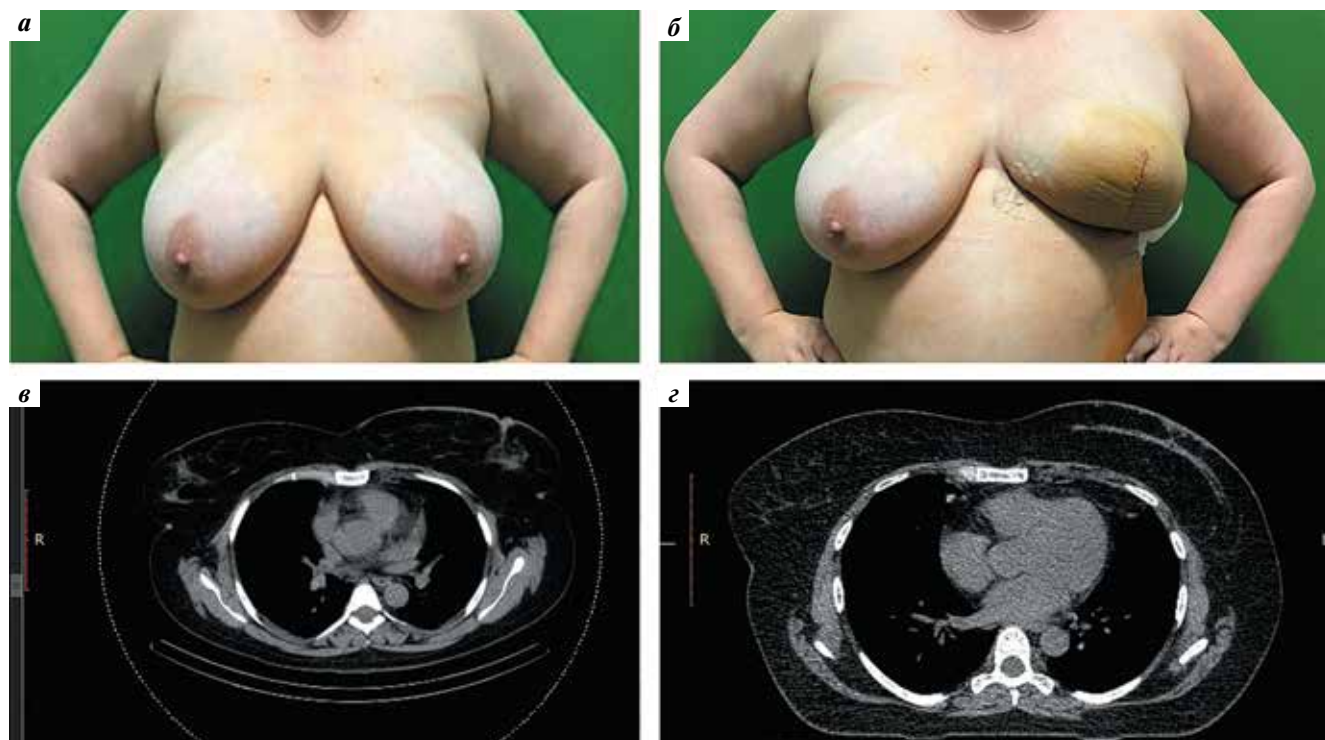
Мастэктомия по типу Goldilocks: а – до оперативного вмешательства; б – 5-е сутки после оперативного вмешательства; в – компьютерная томография с внутривенным контрастированием до оперативного вмешательства; г – компьютерная томография с внутривенным контрастированием через 6 мес после оперативного вмешательства, определяется только жировая ткань
